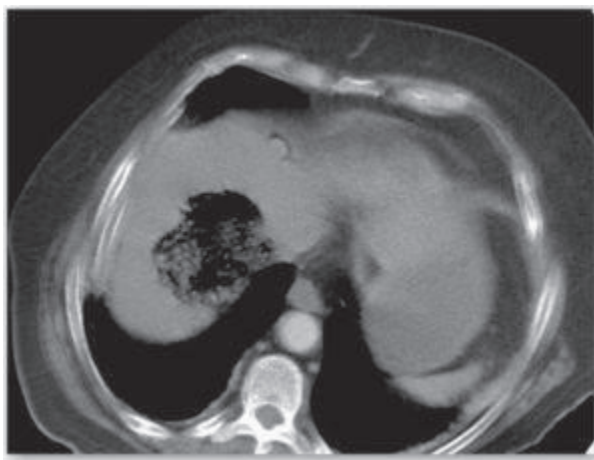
El diagnóstico definitivo se realiza con la tomografía computarizada (TAC). En la imagen se evidencia abundante neumoperitoneo y la presencia de absceso hepático de 10–15cm de diámetro localizado en los segmentos 7 y 8 con abundante gas y detritus en su interior.
